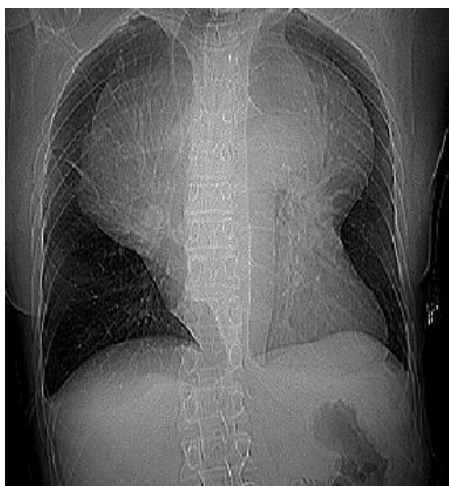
Рентгенография грудной клетки.
